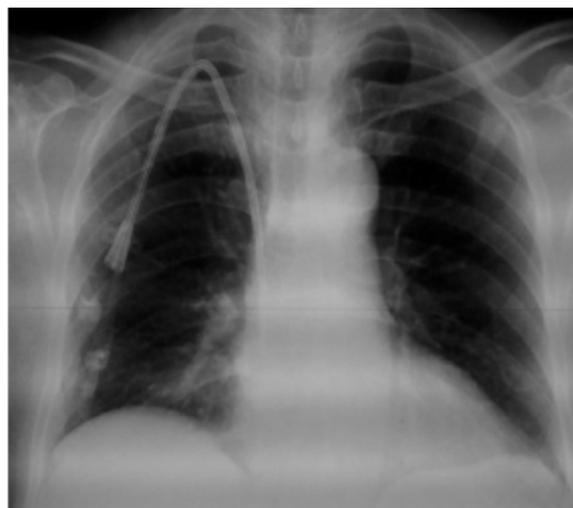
Radiographie thoracique montrant un KT tunnelisé jugulaire interne droit
